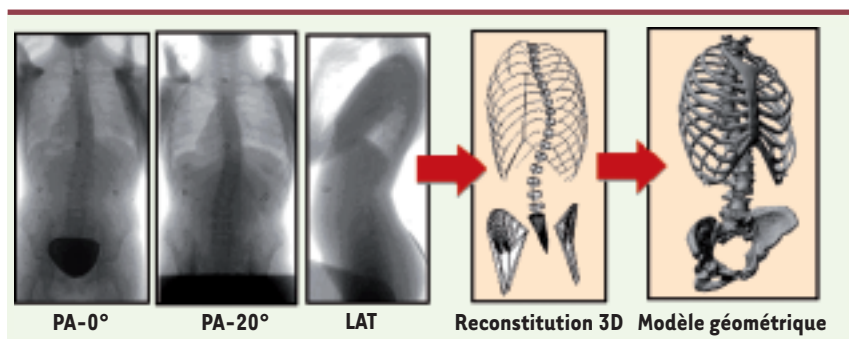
Prise de radiographies calibrées. Un algorithme de reconstruction 3D permet d'obtenir la position 3D de primitives associées aux structures osseuses internes (modèle filaire). Ce modèle sert de données de personnalisation pour la déformation par *krigeage dual* de primitives anatomiques détaillées afin de compléter le modèle géométrique. PA : postéro-antérieur ; PA-0° : postéro-antérieur avec tube radiologique à incidence de 0° ; PA-20° : postéro-antérieur avec tube radiologique à incidence de 20° ; LAT : latéral.
